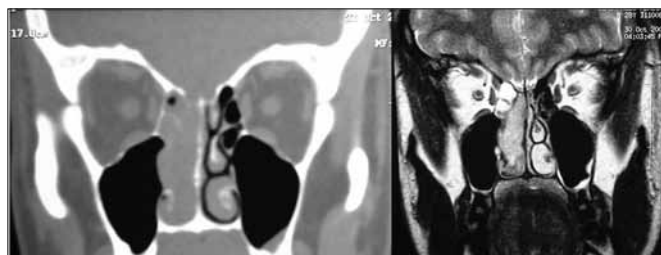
TC e RNM pré-operatória do paciente JPP, estadiado Kadish D, Dulguerov T2n1.
